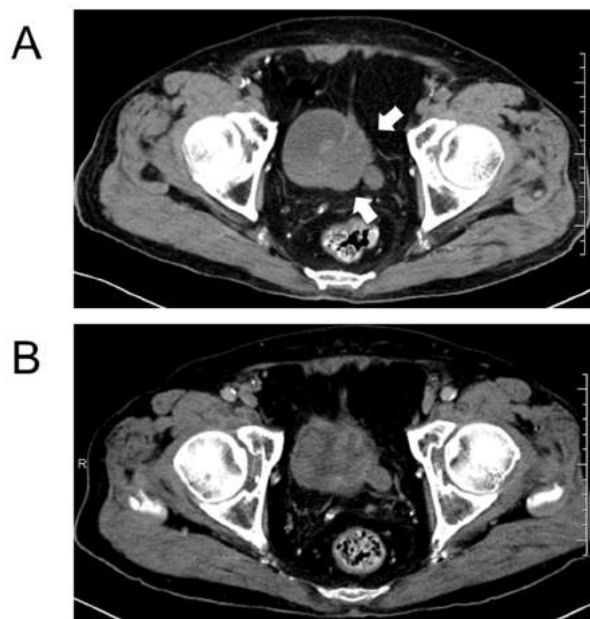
TAE前の腹部単純CT画像(A)とTAE 4ヵ月後の腹部造影CT画像(B)
